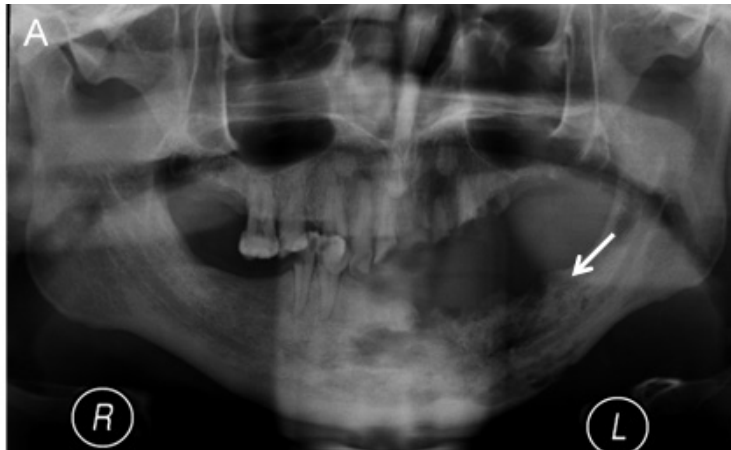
Osteorradição. Ortopantomografia (A) e imagens axiais de TC em janela óssea (B e C) mostram o aspecto típico desta entidade (setas), caracterizando-se por um aspecto lítico, limites indefinidos, destruição óssea com interrupção da cortical e sequestros (cabeças de seta).
